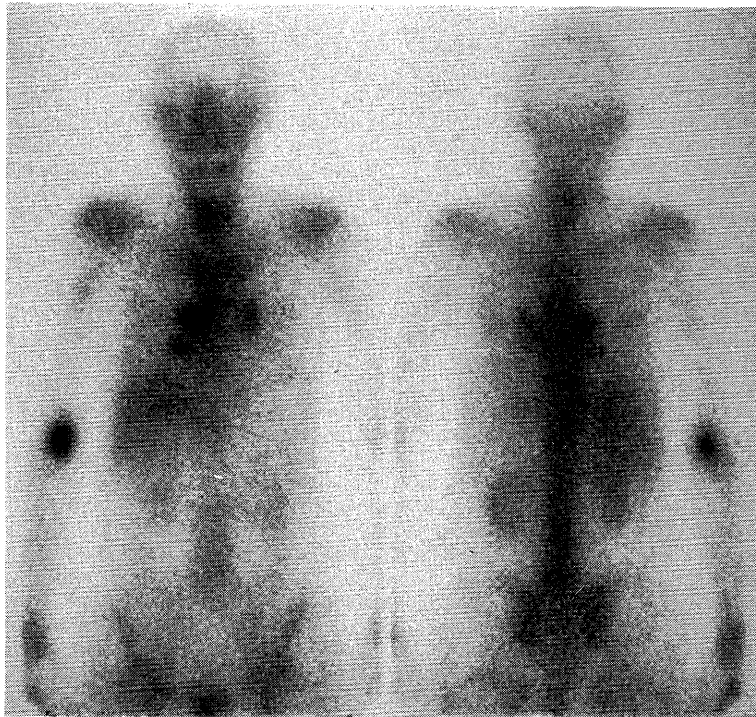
Gallium-67 scintigraphy 72 hours after injection. High background activity and decreased liver uptake are noted. Although abnormal renal and bilateral pulmonary hilar uptakes are found, tumor uptake is not observed.
